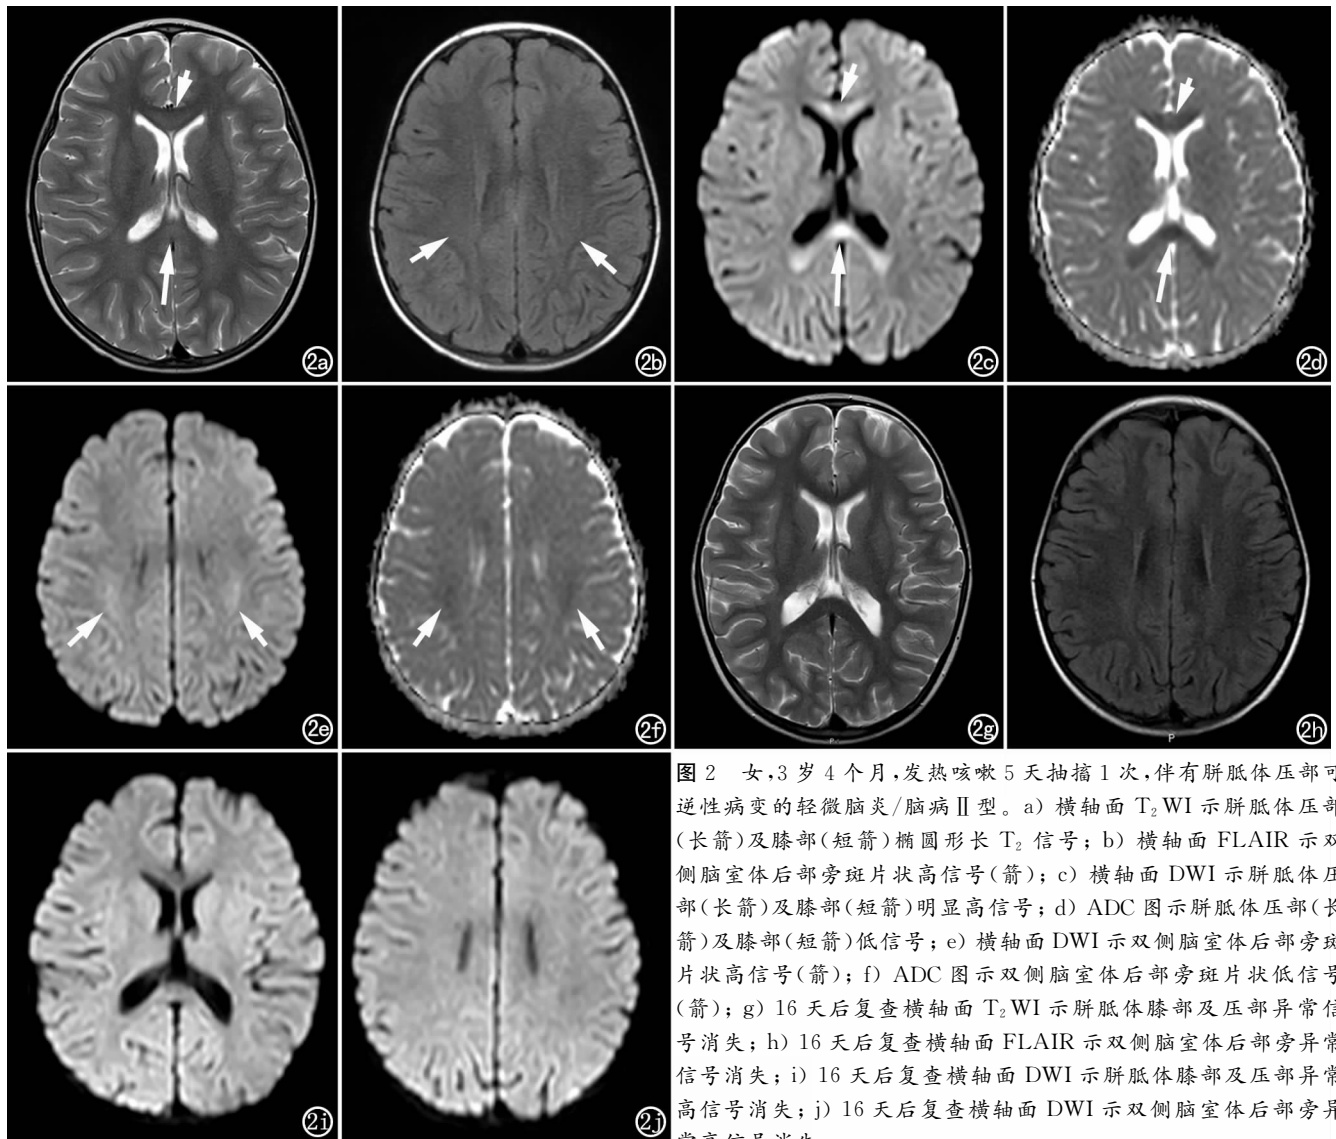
女,3岁4个月,发热咳嗽5天抽搐1次,伴有胼胝体压部可逆性病变的轻微脑炎/脑病Ⅱ型。a)横轴面 T_2 WI 示胼胝体压部(长箭)及膝部(短箭)椭圆形长 T_2 信号; b)横轴面 FLAIR 示双侧脑室体后部旁斑片状高信号(箭); c)横轴面 DWI 示胼胝体压部(长箭)及膝部(短箭)明显高信号; d)ADC 图示胼胝体压部(长箭)及膝部(短箭)低信号; e)横轴面 DWI 示双侧脑室体后部旁斑片状高信号(箭); f)ADC 图示双侧脑室体后部旁斑片状低信号(箭); g)16天后复查横轴面 T_2 WI 示胼胝体膝部及压部异常信号消失; h)16天后复查横轴面 FLAIR 示双侧脑室体后部旁异常信号消失; i)16天后复查横轴面 DWI 示胼胝体膝部及压部异常高信号消失; j)16天后复查横轴面 DWI 示双侧脑室体后部旁异常高信号消失。
